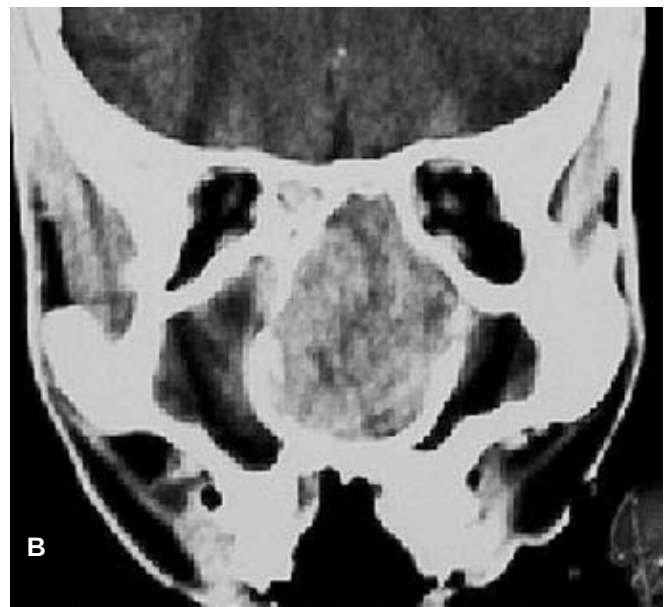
Tomografía computada en corte coronal: A) técnica para hueso, B) para tejidos blandos con contraste I.V. La gran tumoración se originó en la fosa nasal izquierda y desplazó el tabique, al que remodeló al igual que a las paredes laterales nasales. También muestra un comportamiento expansivo en el etmoides y no se observa el esqueleto de los cornetes. El reforzamiento con el medio de contraste es acentuado.
